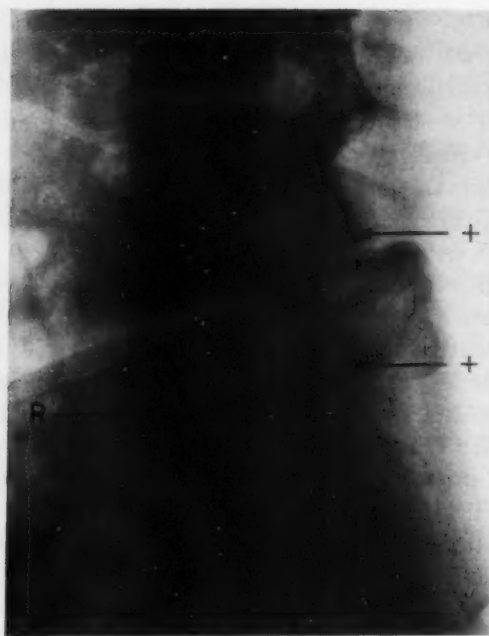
Der Zwischenwirbelraum L 5/S 1 ist röntgenologisch auf einen Prolaps verdächtig, L 4/5 dagegen völlig unverdächtig. Bei L 5/S 1 wurde, wie erwartet, ein großer Prolaps gefunden, darüber hinaus aber bei der Operation noch ein zweiter großer Prolaps bei L 4/5 festgestellt und entfernt.
